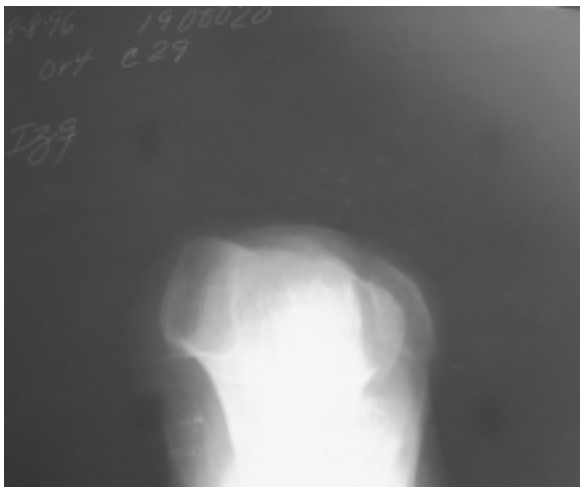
Radiografía axial de rodilla donde observamos la rótula luxada completamente en posición externa e hipoplásica.
